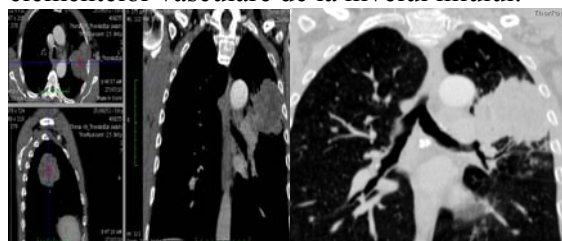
Examen CT torace nativ și postcontrast, reconstrucții MPR în plan coronal și sagital ce evidențiază o masă densă pulmonară la nivelul lobului superior stâng, neregulată, neomogenă, cu zona hipodensă central, moderat iodofilă la periferia leziunii și în zonele solide.
